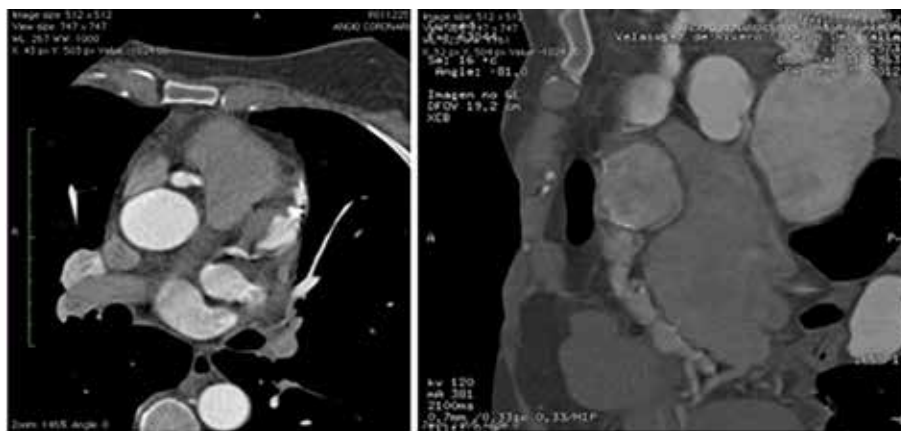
Photography series 2. Diagnostic AngioTomography series.
